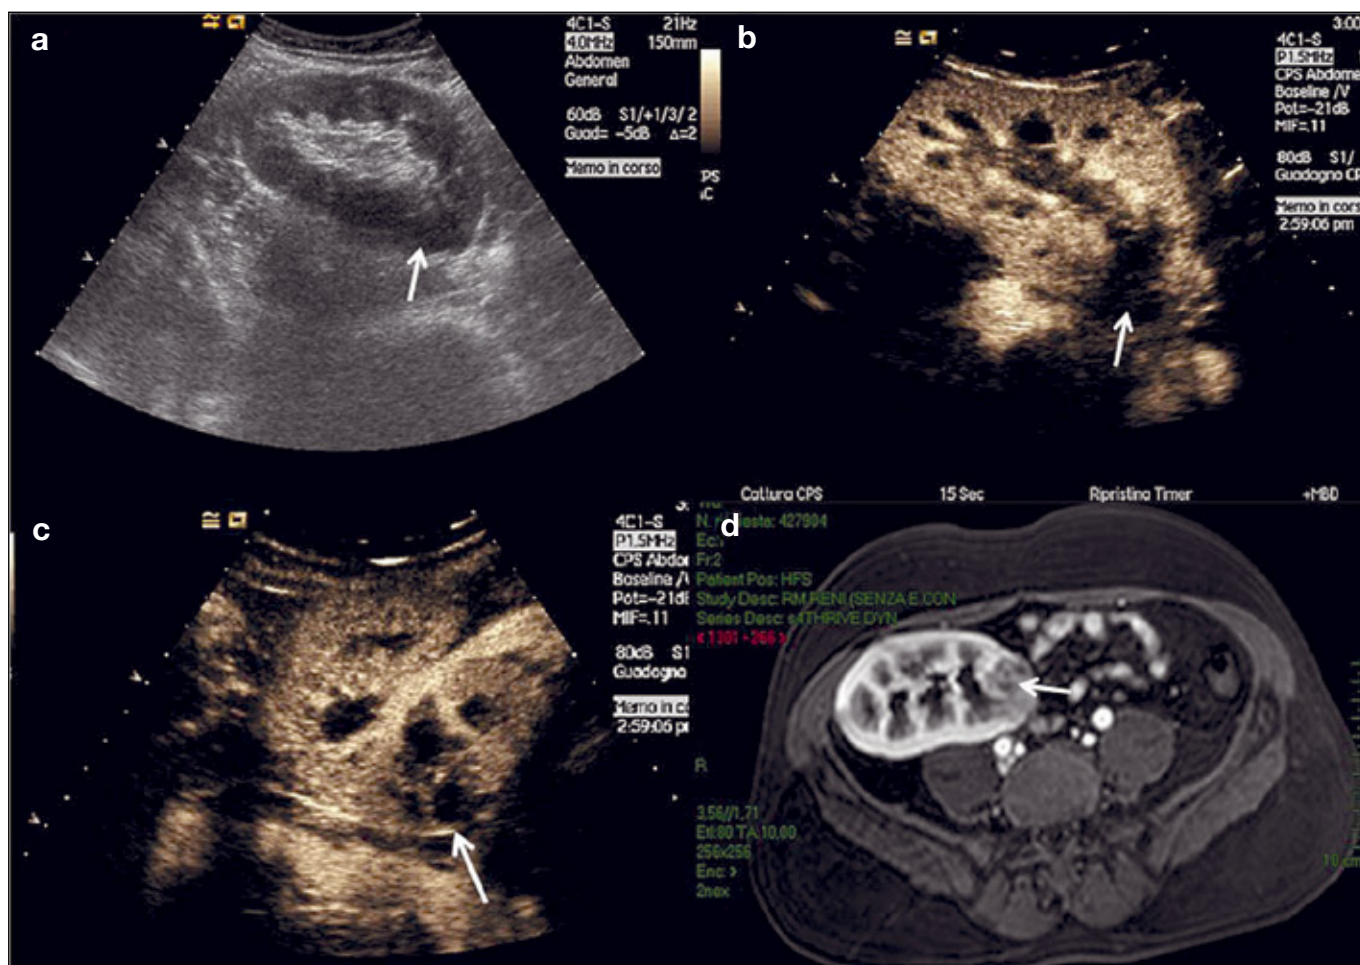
Paziente febbrile, con leucocituria ed elevati indici di flogosi. Rene trapiantato, scansione longitudinale. a) ecografia B-mode: presenza in sede polare inferiore di area ipoaspecifica, dell'ecogenicità parenchimale in sede polare inferiore (freccia). b) stessa scansione: dopo somministrazione di ecocontrasto si rileva in sede polare inferiore area anecogena (freccia). c) scansione trasversale. d) gadolinium-enhanced MRI: stesso caso clinico ed analoga scansione; si rileva ipointensità in T1 in sede polare inferiore.
